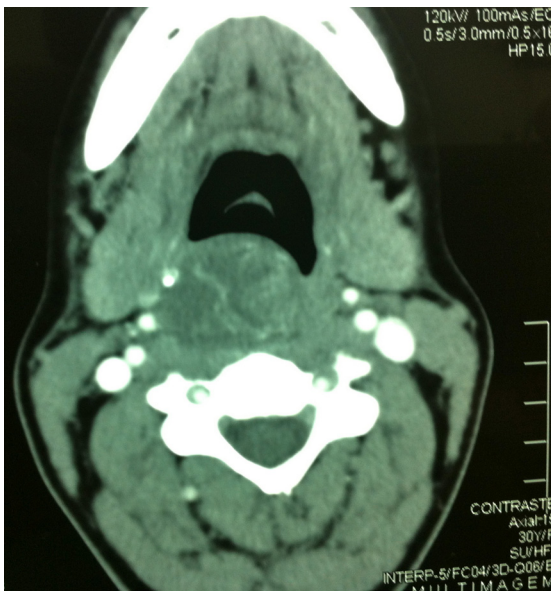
Tomografia computadorizada com contraste venoso em corte axial, mostrando tumor laríngeo com íntima relação com as artérias carótidas do lado direito.
